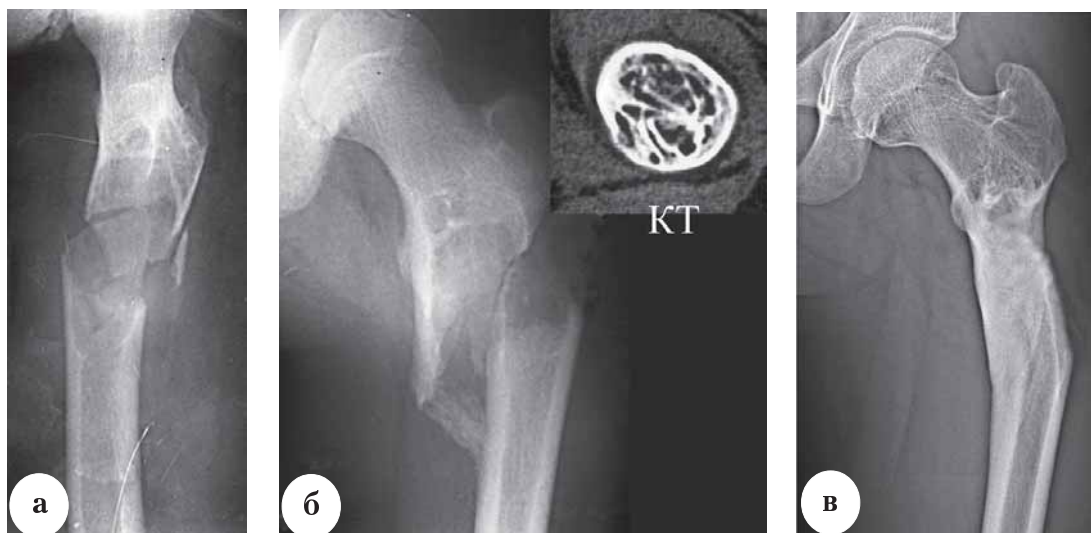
Больной Л., 14 лет. Диагноз: солитарная костная киста: а – травма в быту («рентгенологическая находка»), лечился по месту жительства в кокситной гипсовой повязке 2,5 месяца; б – консолидация со смещением (ось сегмента сохранена). На КТ – признаки заполнения патологического очага спонгиозной костью, от оперативного вмешательства решено воздержаться; в – результат через 21 месяц после травмы: признаков рецидива костной кисты нет, укорочение конечности 2 см, функция полная
